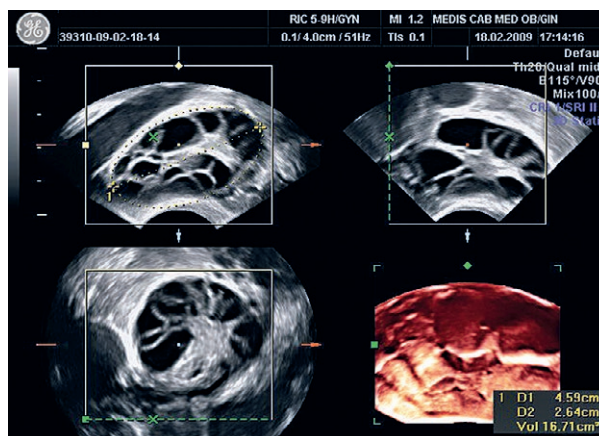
Ecografie tridimensională (render mode)
